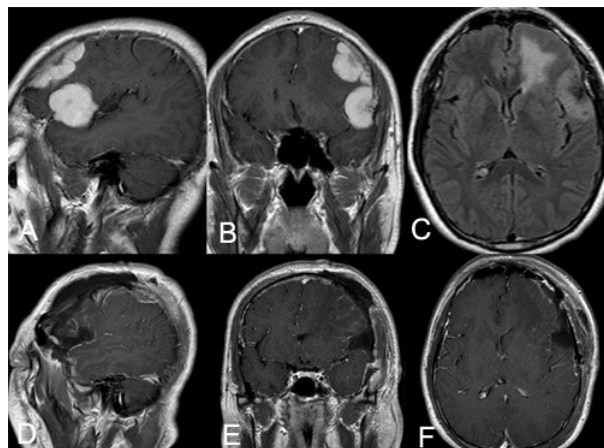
颅内原发性 Rosai-Dorfman 病手术前后 MRI
